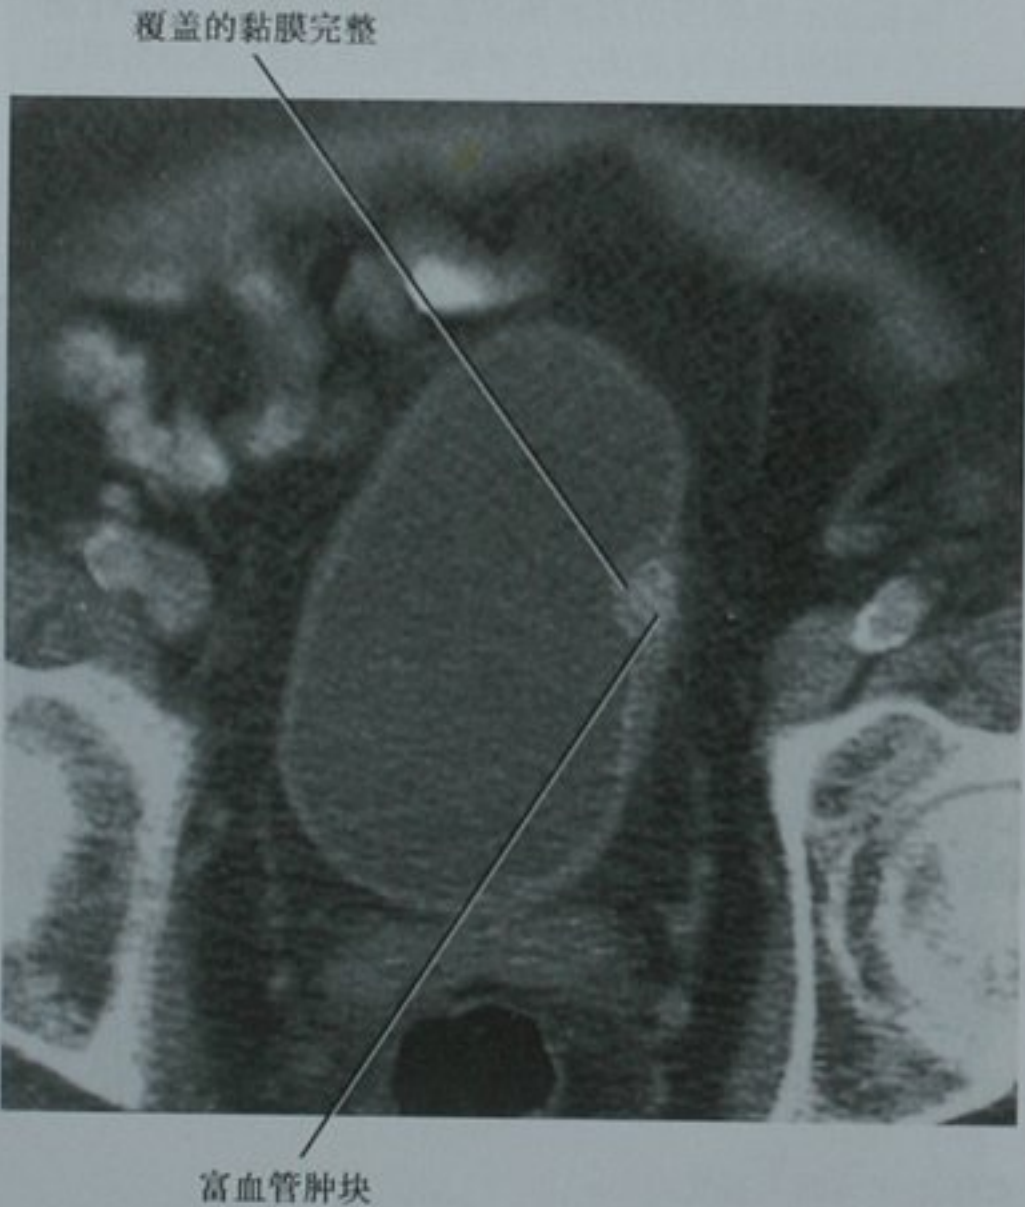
对比增强 CT 扫描横断位图像显示一个强化的黏膜下病变,手术切除证实为膀胱壁平滑肌瘤
